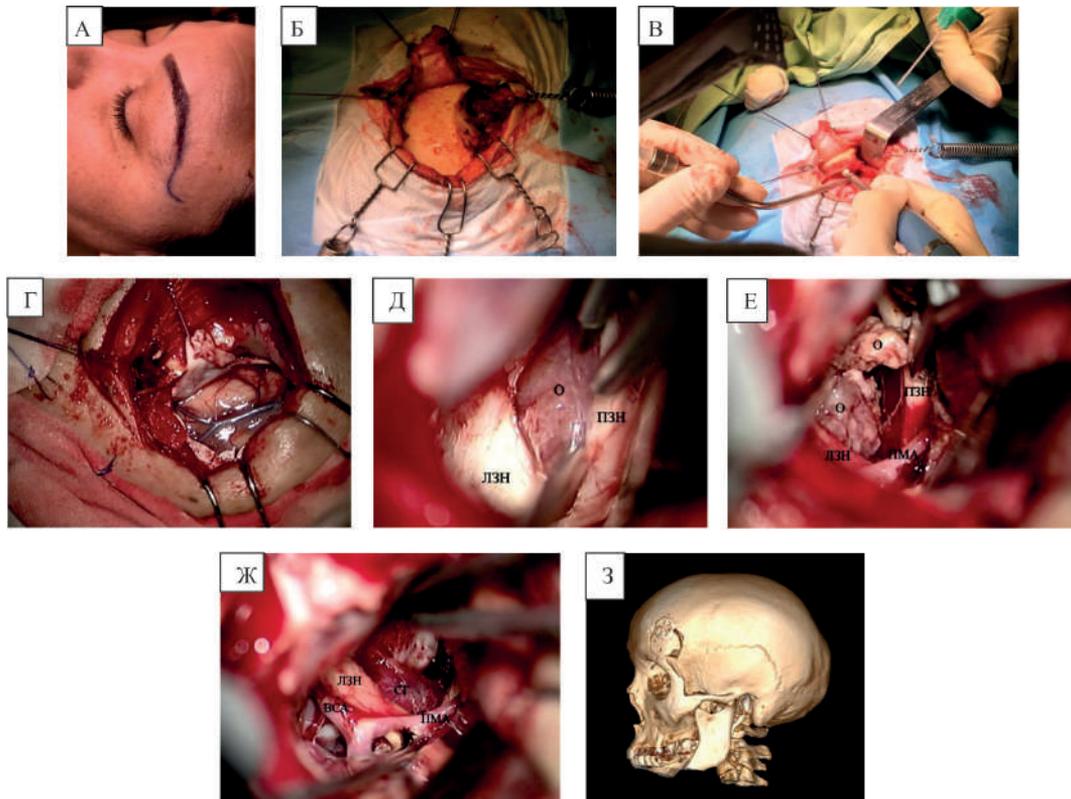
А – интраоперационная разметка кожного разреза, Б – интраоперационный вид перед выполнением краниотомии, В – после выполнения краниотомии при помощи бора резецируются костные выступы в области крыши орбиты, Г – ТМО вскрыта, Д – осуществлен субфронтальный доступ к левому зрительному нерву, визуализирована опухоль, Е – выделение опухоли от окружающих структур, Ж – опухоль удалена totally, З – КТ в 3D режиме после операции (О – опухоль, ЛЗН – левый зрительный нерв, ПЗН – правый зрительный нерв, ПМА – передняя мозговая артерия, ВСА – внутренняя сонная артерия, СГ – стебель гипофиза).
